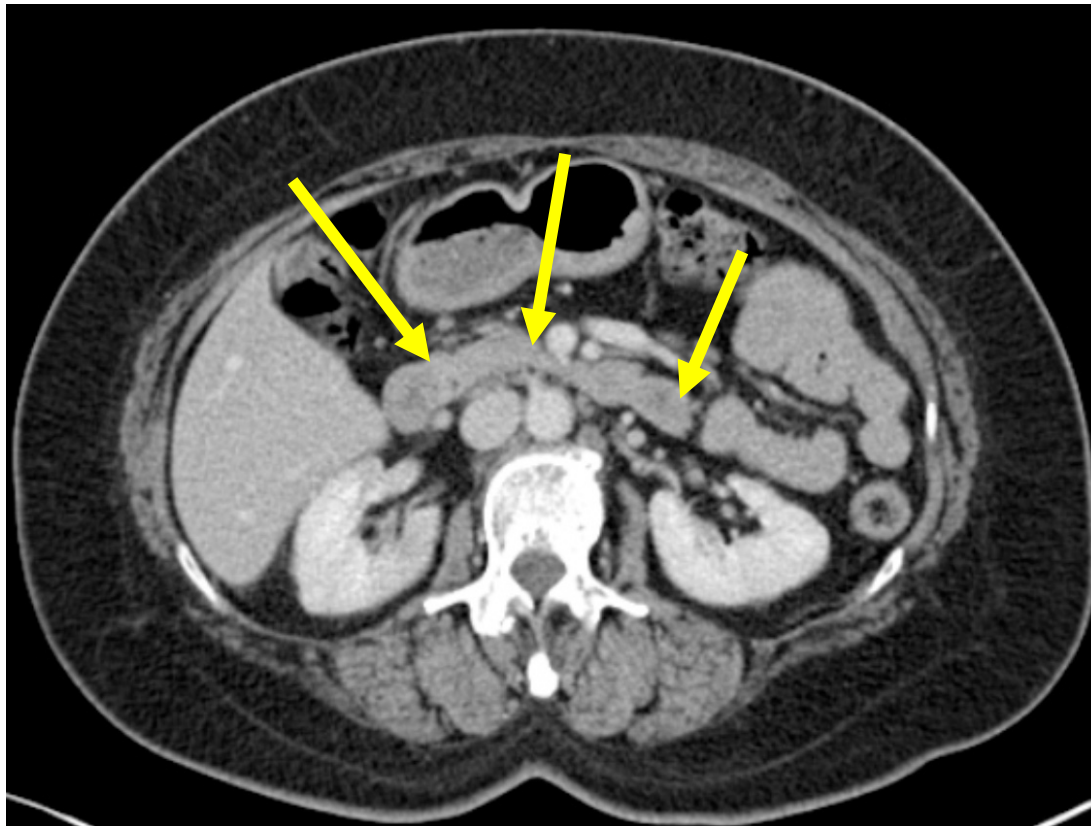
TC abdominal con contraste intravenoso que muestra páncreas de morfología y densidad conservadas, con contornos definidos y sin cambios inflamatorios peripancreáticos (flechas amarillas)
